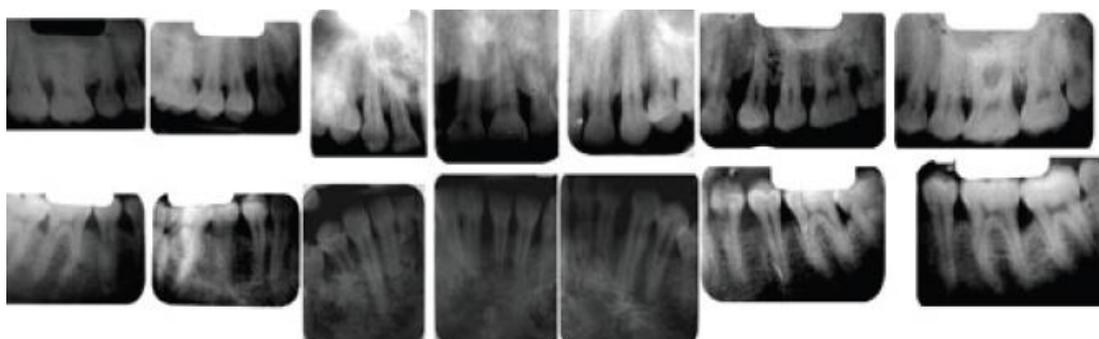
Bilan radiographique long cône, où l'on voit apparaître de nombreuses lésions parodontales angulaires et horizontales⁽⁸⁶⁾.
